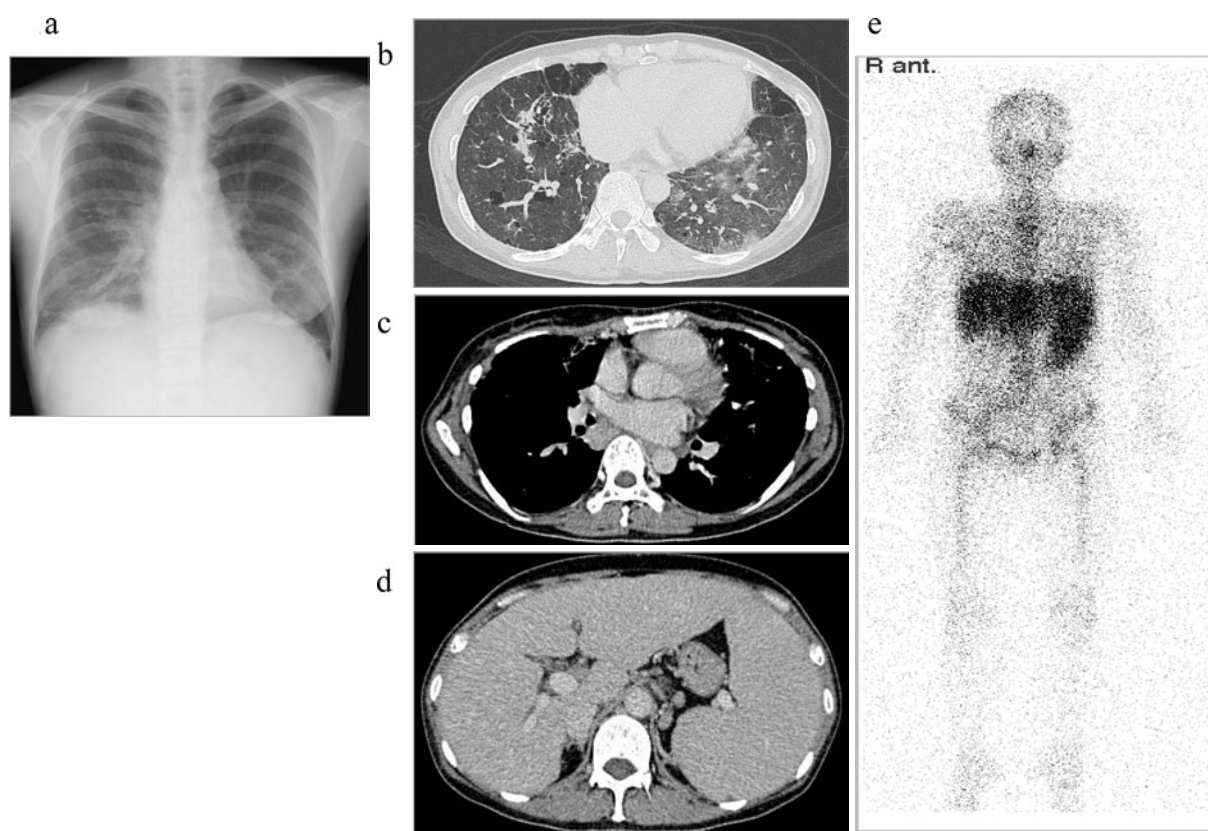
Chest X-ray film on admission shows a reticular shadow in both the middle and lower lung fields (a). Enhanced chest CT scan shows reticular and cystic shadows in both the middle and lower lung fields (b) and swelling of bilateral hilar and mediastinal lymph nodes (c). Enhanced abdominal CT scan shows giant splenomegaly (d). A  $^{67}\text{Ga}$ -citrate scintigraph significantly showed an accumulation of  $^{67}\text{Ga}$ -citrate in the liver and spleen (e).
